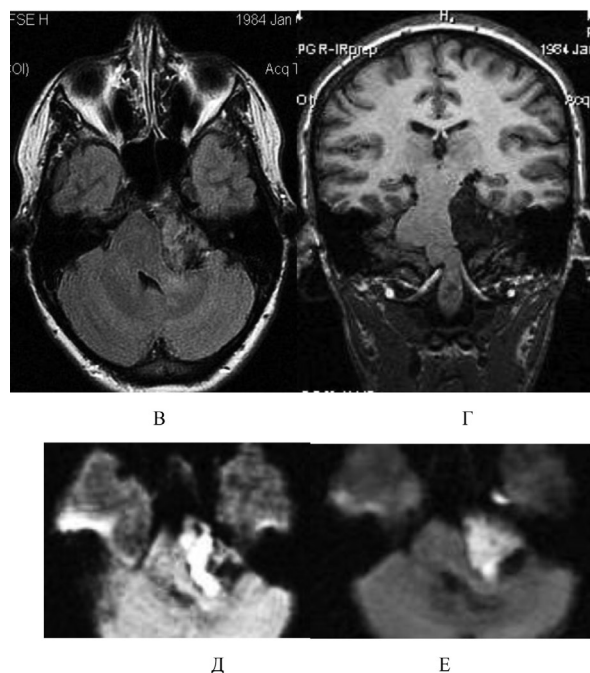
МРТ до операції (випадок 3). Пацієнт 55р., парастовбуровий епідермоїд з хіазмально-селлярним поширенням та до середньої черепної ямки. T2 (А, Б – аксіальні та Г, Д – фронтальні зрізи) та DWI (В, Е – аксіальні зрізи).
